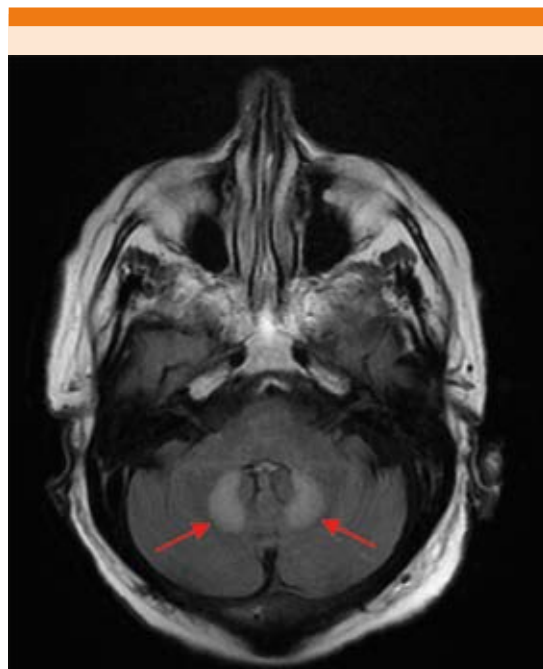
Resonancia magnética cerebral: edema transitorio sin efecto masa en ambos núcleos dentados cerebelosos.
